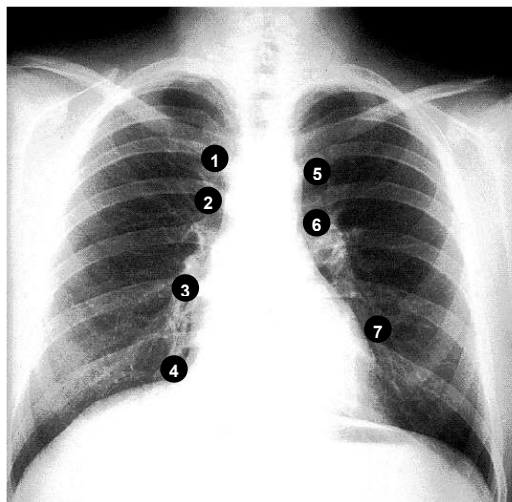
Telerradiografía Posteroanterior.
